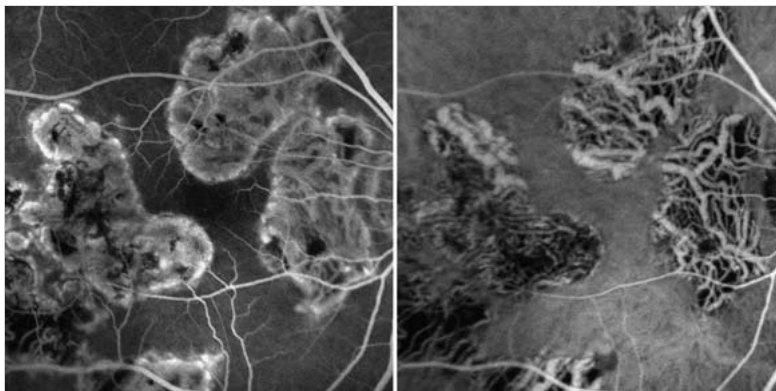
Serpiginöse Chorioretinitis mit drohender makulärer Beteiligung (Fluoreszein- und Indozyaninröntgenangiografie [Aufnahmen nach 4 min]).
